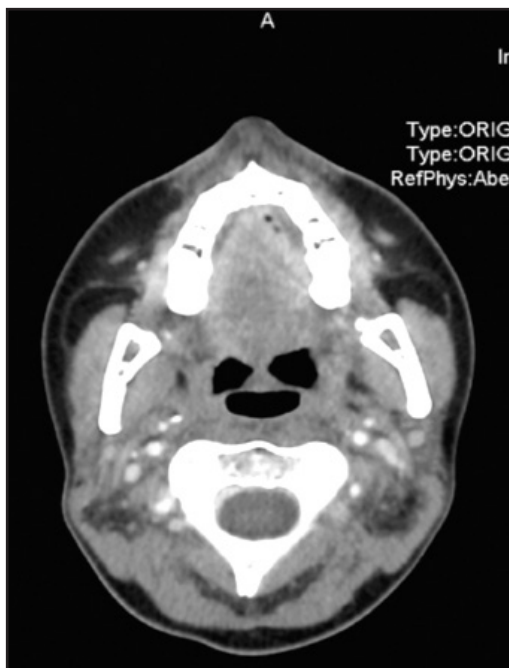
Último estudio TC cérvico facial de la paciente. Sin signos de recidiva locorregional.
